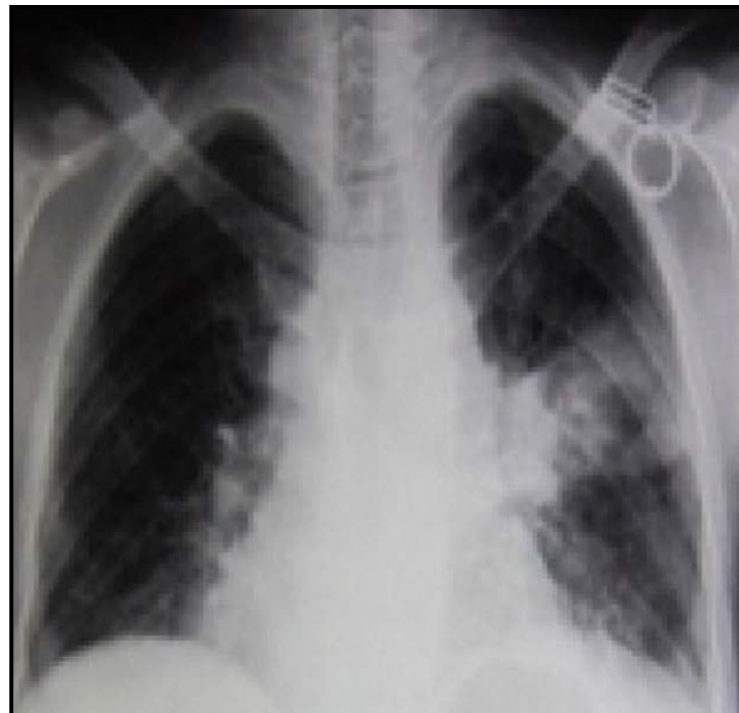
Radiographie du thorax face : Opacité alvéolaire systématisée du lobe inférieur gauche (foyer alvéolaire : Pneumonie tuberculeuse) (76)
